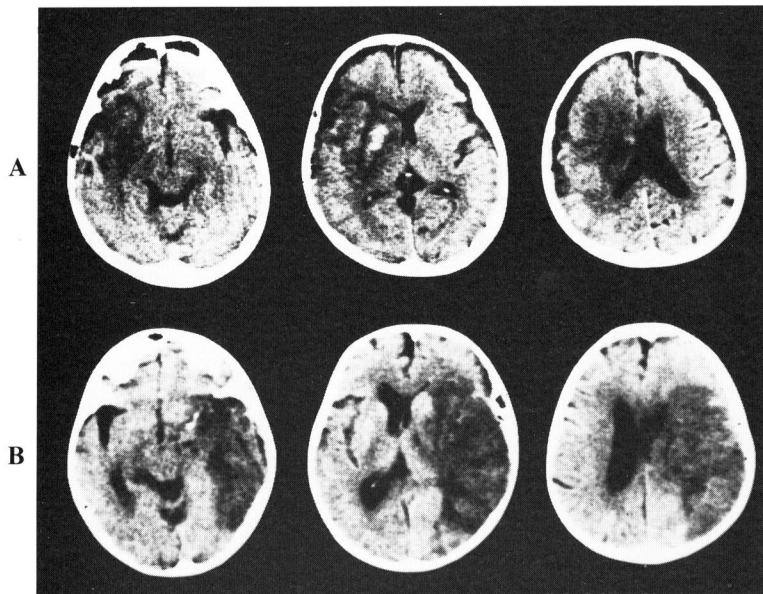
Effect of the revascularization on preventing or limiting the development of cerebral infarction on CT scan.
